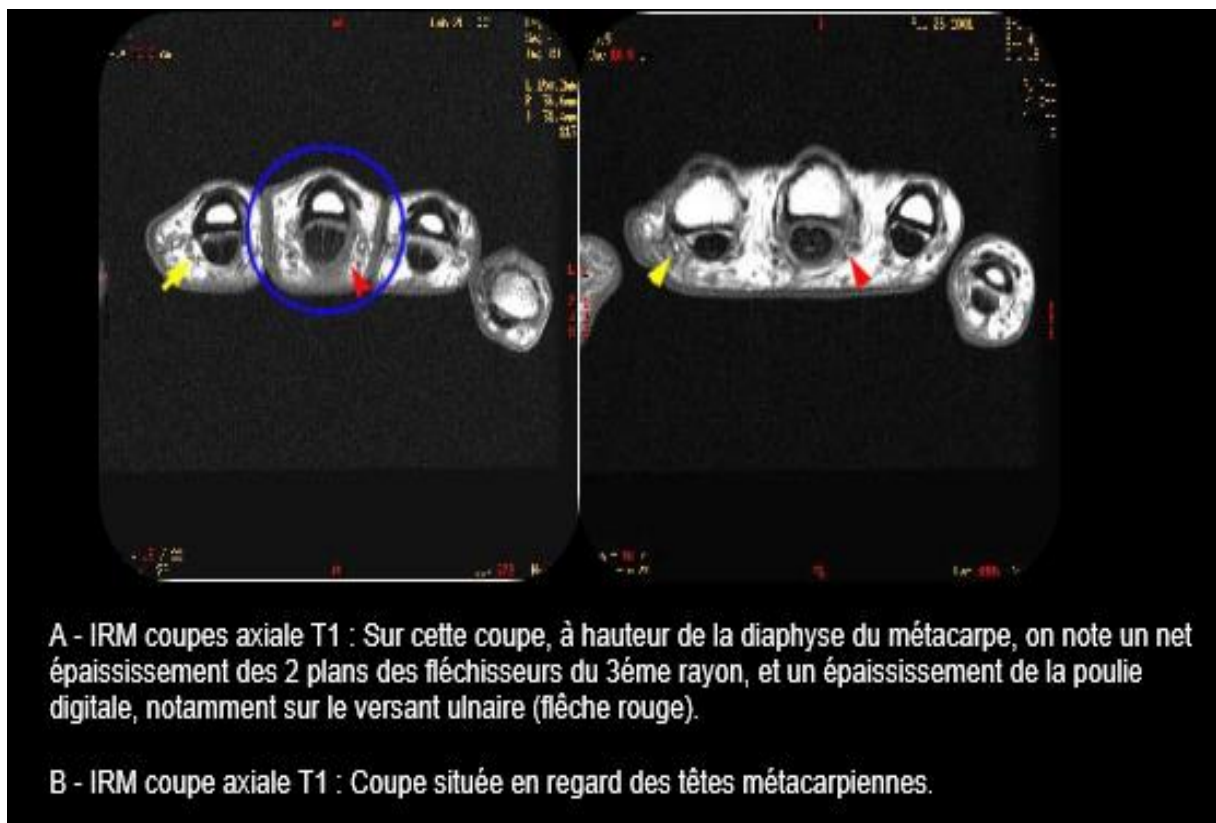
coupe axial du doigt de ressaut à l'IRM [38]
